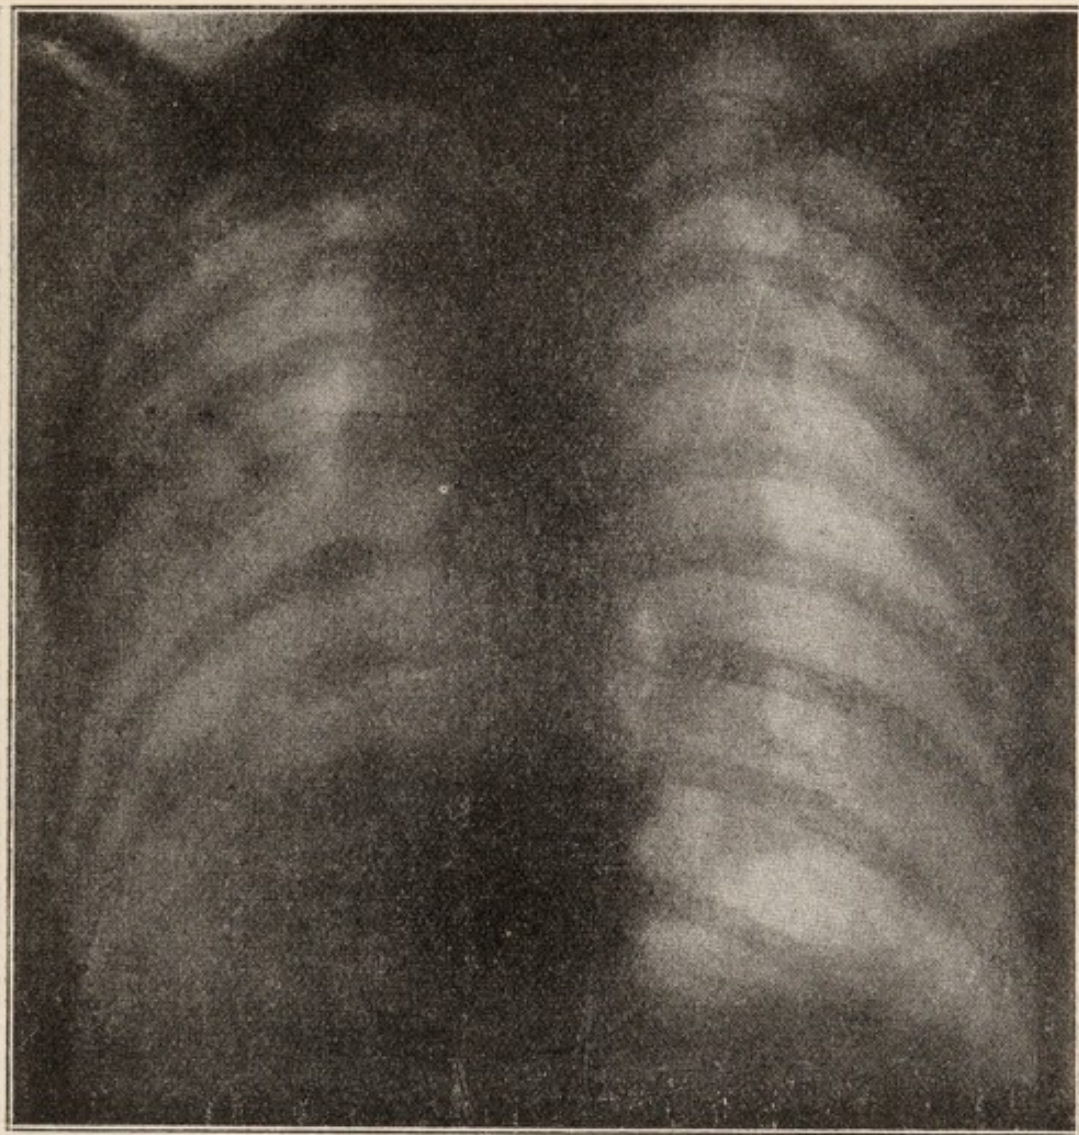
Caso 6. - Reperto radiografico dorsale 5 giorni dopo l'inizio della cura.
